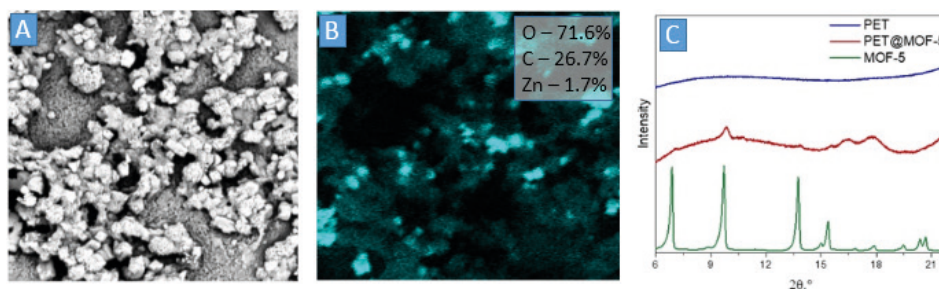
SEM изображение материала MOF-5 на PET (A), EDX (B) и XRD (C)
